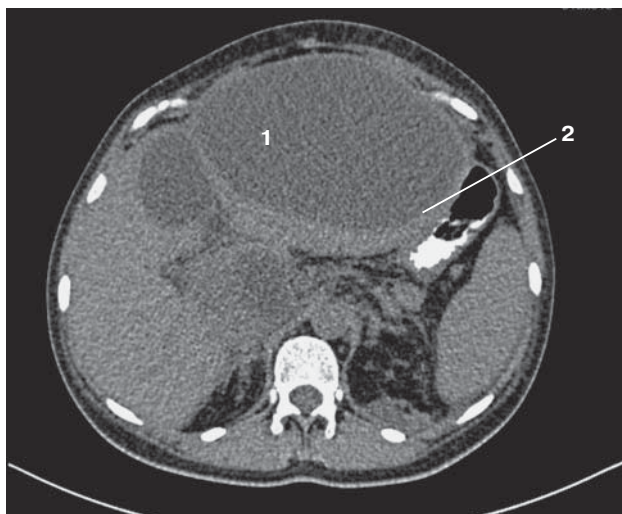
Компьютерная томограмма. Постнекротическая киста ПЖ. 1 — зона прилегания к стенке желудка; 2 — стенка желудка.
